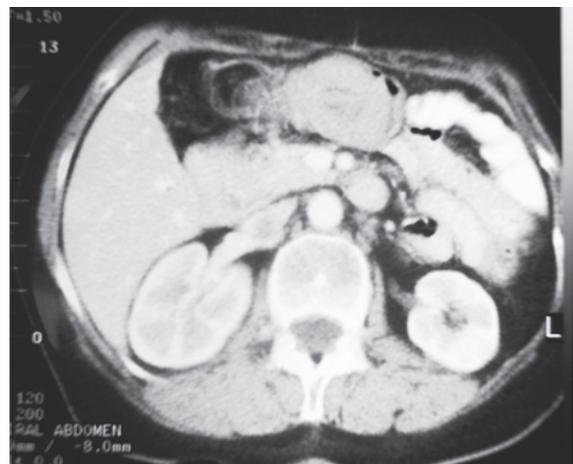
TAC que muestra imagen en “donuts” o escarpela.
